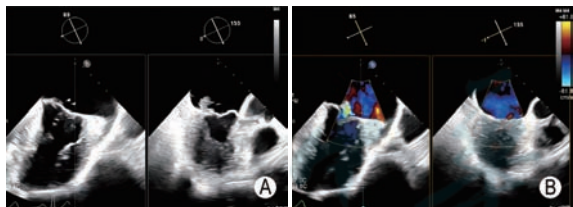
实时双平面模式评估二尖瓣外侧(1区)病变 A:在食管中段二尖瓣交界区联合切面(主切面)中将取样线置于1区(左图),对应的正交切面左心室长轴切面则显示1区前、后叶结构及运动情况(右图);B:在食管中段二尖瓣交界区联合切面(主切面)结合彩色多普勒超声观察二尖瓣反流束分布范围,将取样线置于1区(左图),对应的正交切面左心室长轴切面则显示1区二尖瓣反流情况(右图)
